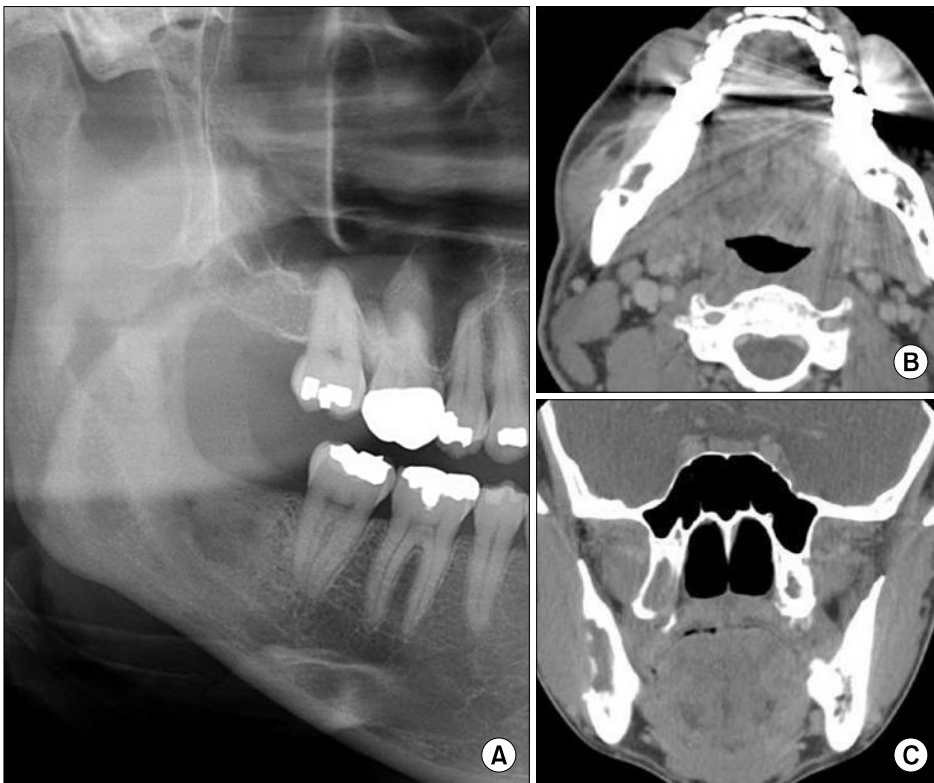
Seven months post-embolization radiographic examination. (A) Panoramic radiography showed a favorable bone healing on the operation site. Axial view (B), coronal view (C) revealed that central enhancement and hematoma formation was completely resorbed state.
